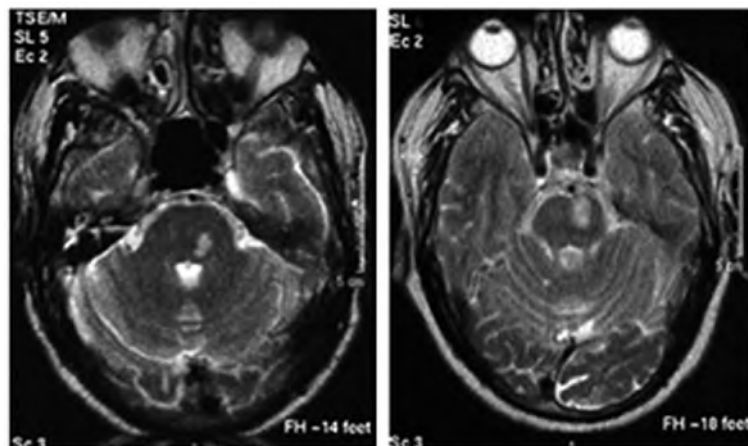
MRI T2 cho thấy nhồi máu thuộc vùng tưới máu động mạch tiểu não sau dưới (PICA), tổn thương thấy ở thân não và một phần lớn tiểu não [1]
